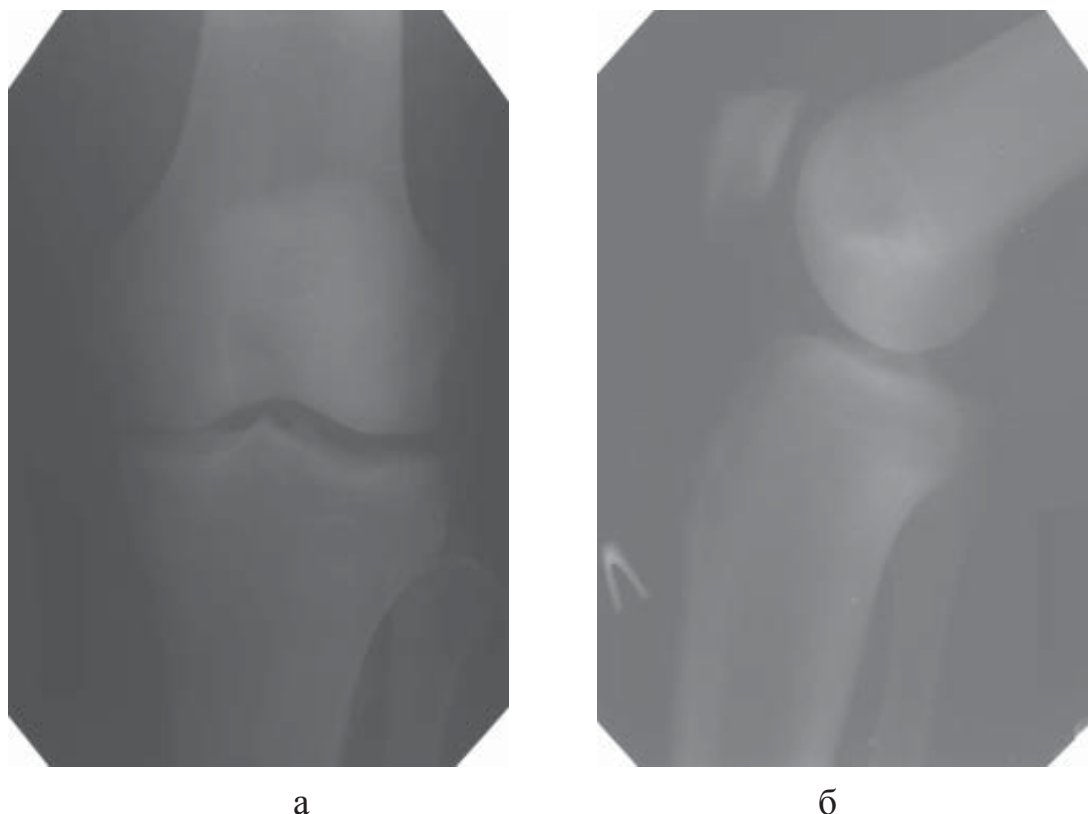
Рентгенограммы левого коленного сустава С., ист. бол. № 60616:
